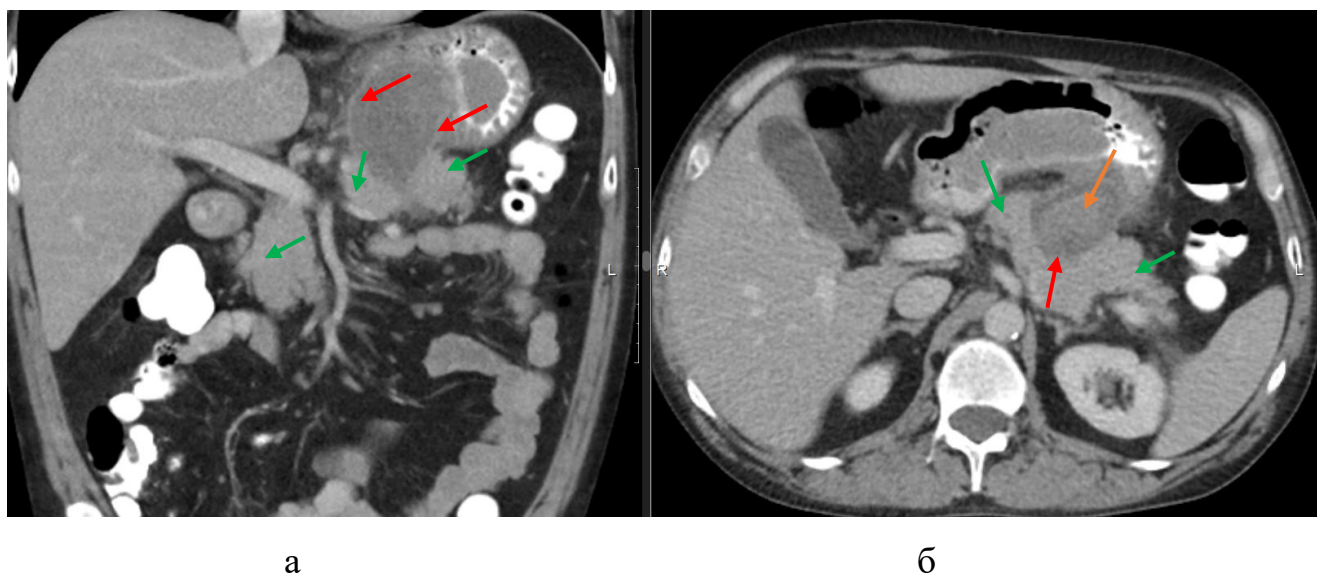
Компьютерная томограмма, 12 месяцев от начала ОП. Венозная фаза, фронтальная проекция (а), аксиальная проекция (б). 1 тип конфигурации некроза ПЖ с глубоким некрозом паренхимы в области тела ПЖ, замещенным ПК (красные стрелки), жизнеспособной паренхимой в области головки, шейки и хвоста ПЖ (зеленые стрелки). Область экстравазации контрастного вещества в полость ПК (б) – бежевая стрелка
